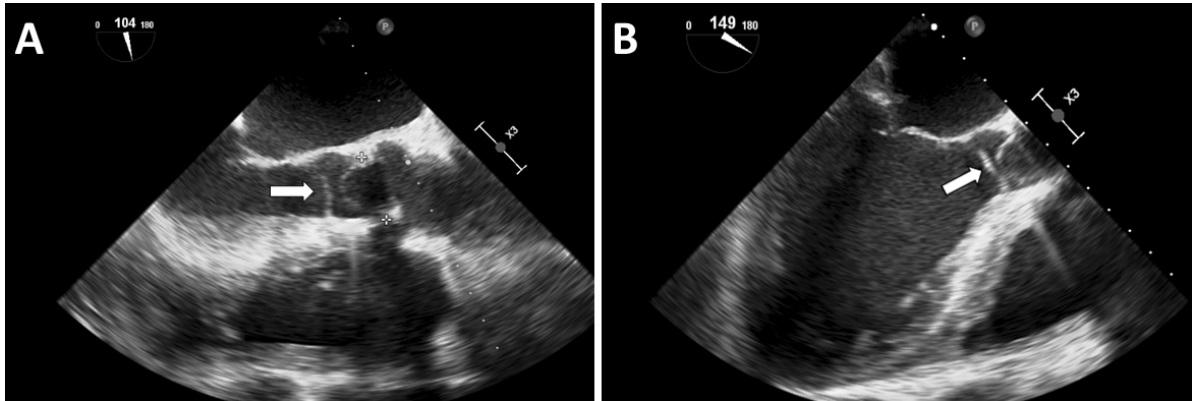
Corte esofago medio longitudinal de válvula aórtica (A) y corte esofago medio longitudinal del ventrículo izquierdo (B) de ecocardiograma transesofágico, donde se logra visualizar membrana subaórtica en el plano subvalvular aórtico (flechas blancas).
